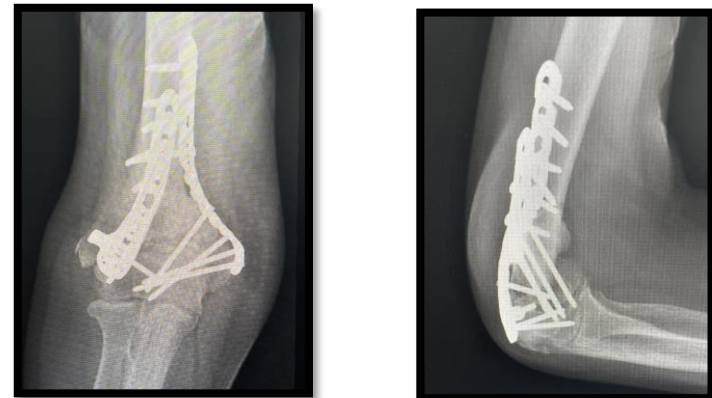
Radiografías POP a la semana 12
